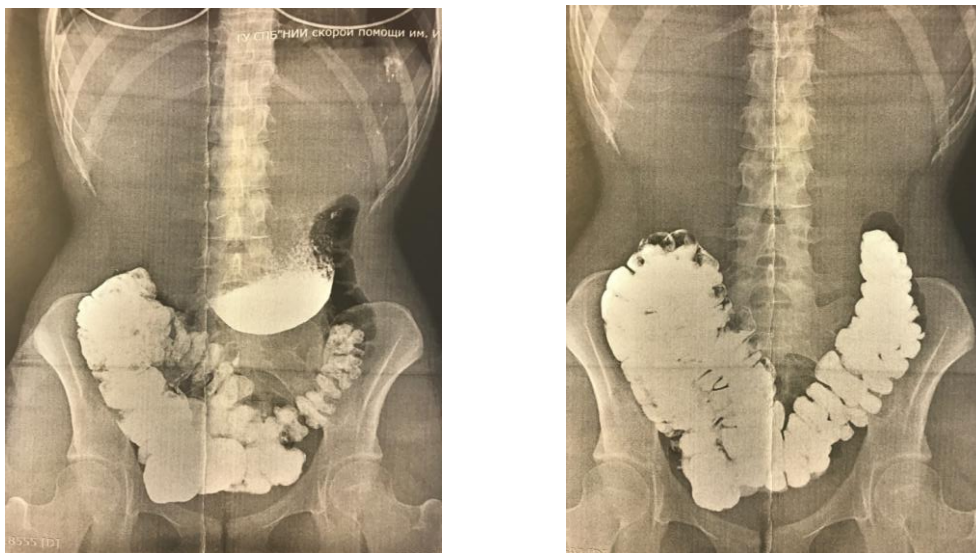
Пациентка С., рентгенограммы пассажа бария по ЖКТ
